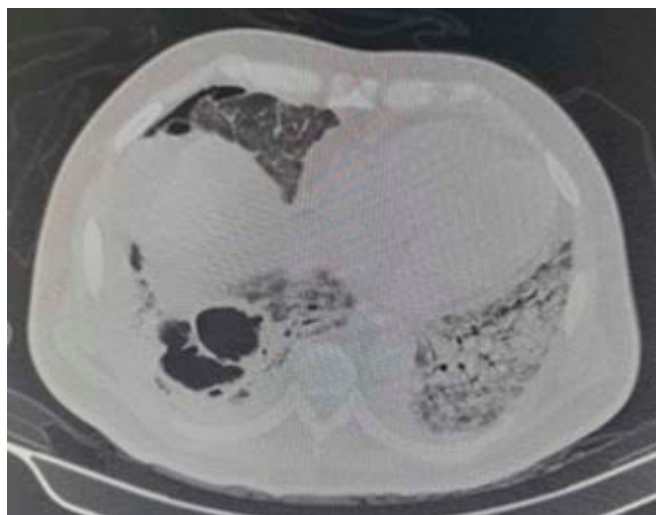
Tomografía simple de tórax con cortes axiales donde se observa infiltrado alveolar difuso con zonas de consolidación multisegmentaria bilateral asociado a áreas de broncograma aéreo, además de área de atrapamiento aéreo con presencia de septos en su interior, que mide 5.5 × 8.6 × 6.6 cm localizada en S10 derecho e imagen en relación a neumotórax derecho.
